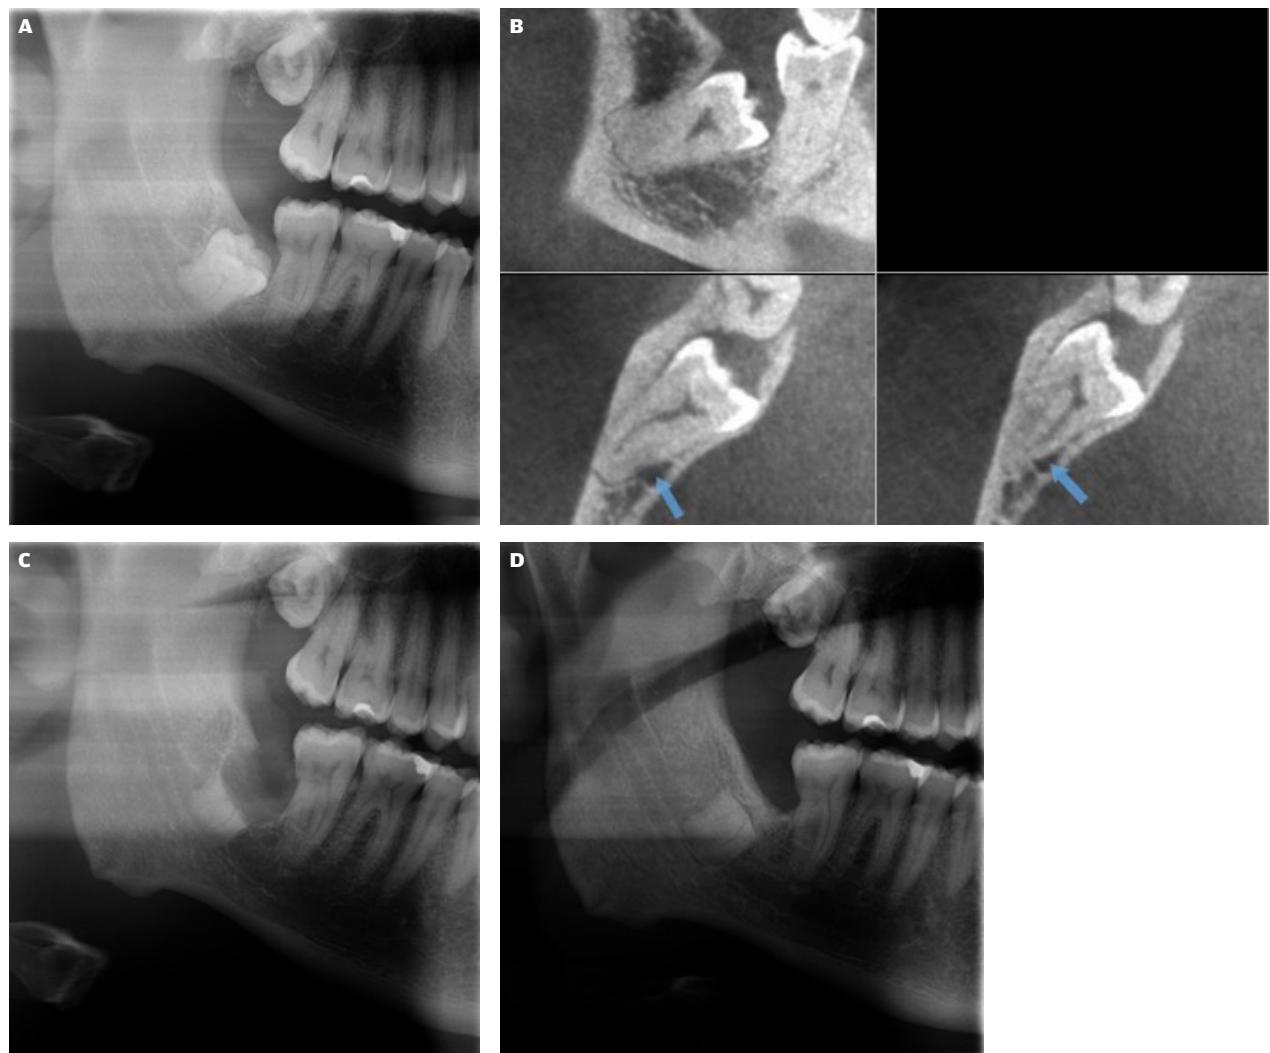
A-B. Panoramaoptagelse og CBCT af M3 med tæt relation til c. mandibulae. C. Postoperativ kontrolrøntgen. D. Rodkompleks omgivet af knogle efter 1½ år.
